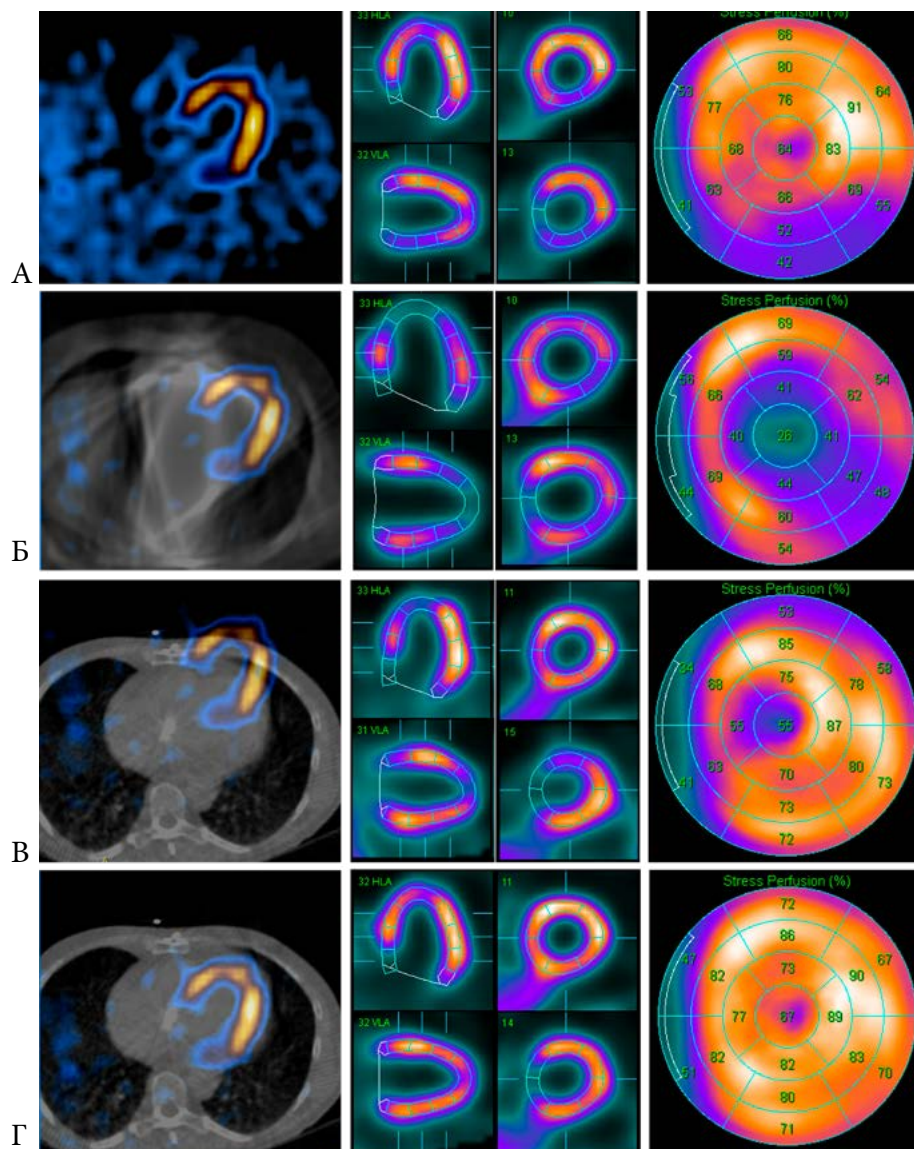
Типичные артефакты при неправильной КТ-коррекции. А. nAC-изображения – характерное “снижение” перфузии по нижней стенке ЛЖ. Б. Получение недиагностических AC-изображений при использовании дефектной КТ-карты, полученной из-за неправильной калибровки рентгеновской подсистемы. В. Возможный артефакт на AC-изображениях при несовпадении координат изображения КТ и ОЭКТ. В. Достоверный результат исследования с коррекцией поглощения (AC) при правильном совмещении КТ и ОЭКТ
